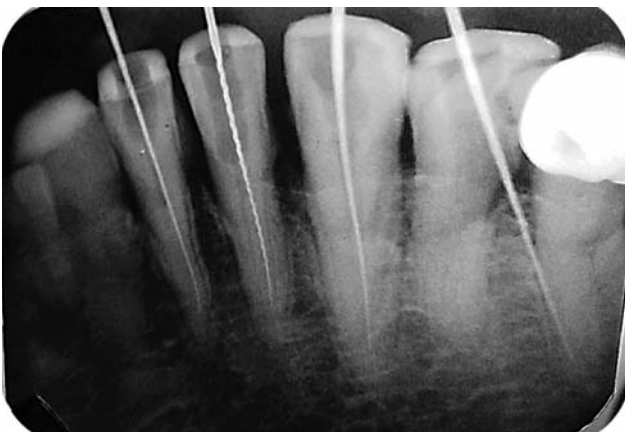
Прицільна рентгенограма зуба
